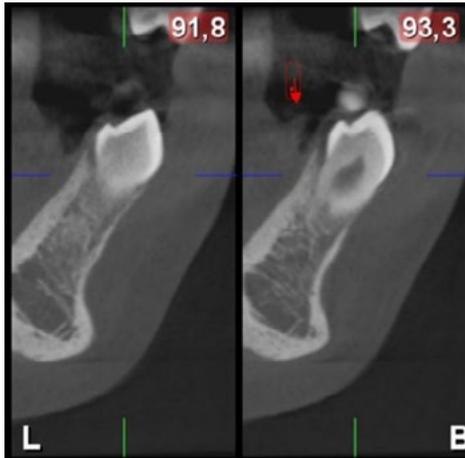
Tomografía corte transaxial
